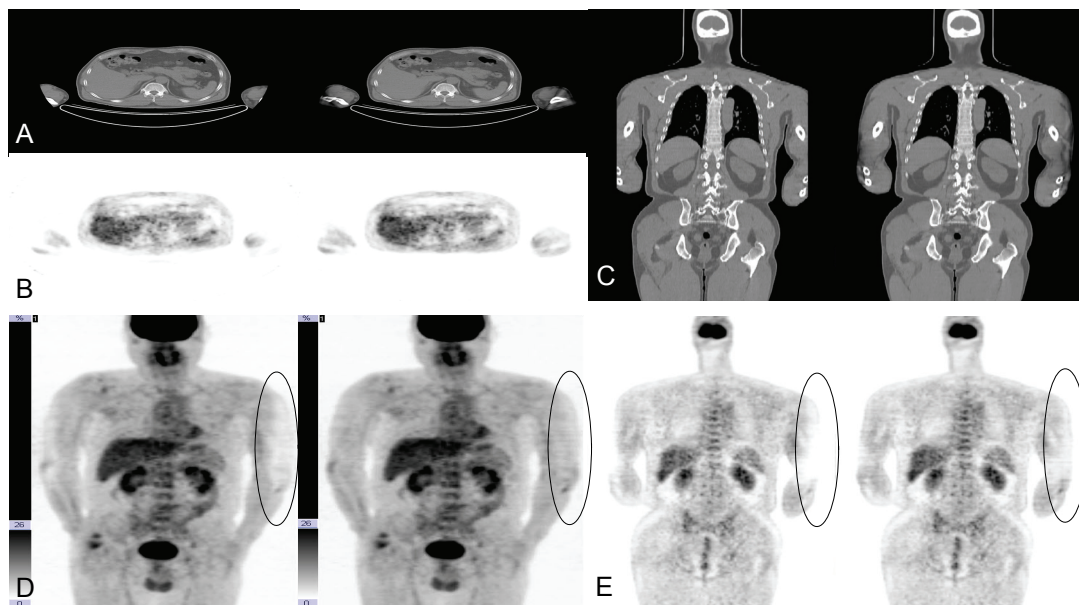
70 years old man with malignant melanoma. Trans axial CT (A), Part of body extends beyond the 500 mm CT FOV (left), and after 700 mm extended CT FOV (right), trans axial PET (B), coronal CT (C), MIP PET (D), PET images were reconstructed using attenuation maps from 500 mm CT FOV (left) and 700 mm extended CT FOV images (right), and coronal PET (E). 700 mm extended CT FOV helps to recover the true activity distribution in the PET emission data (ellipse, D and E).
